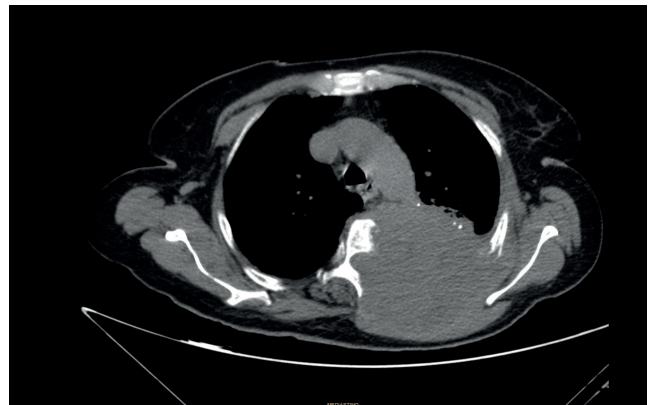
TAC torácico: voluminosa tumoración de mediastino posterior que ocupa mitad inferior del lóbulo superior izquierdo y que compromete pared torácica incluyendo columna vertebral y costillas adyacentes.
